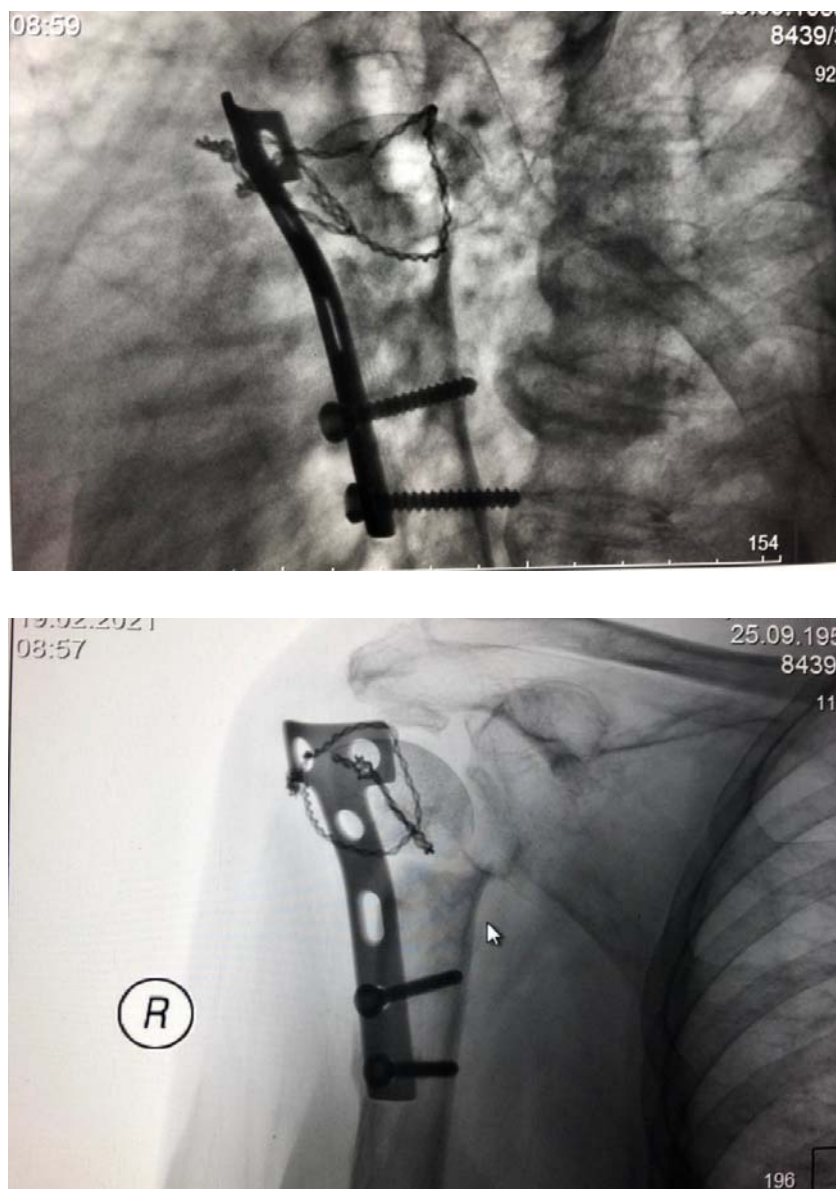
Послеоперационные рентгенограммы перелома хирургической шейки правого плеча в условиях МОС по предложенному нами способу в двух проекциях
